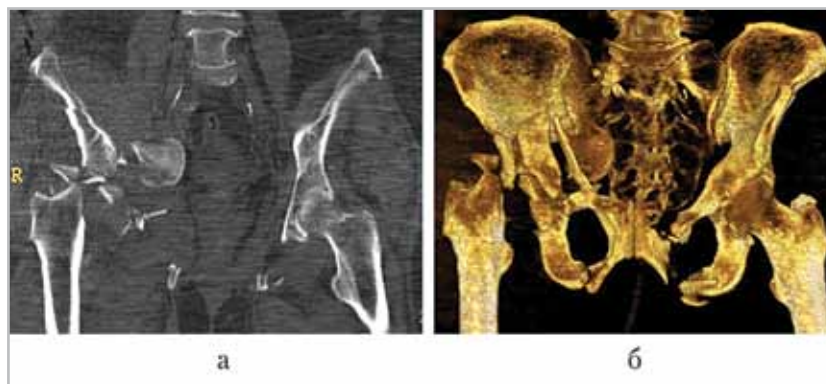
Мультиспиральные компьютерные томограммы костей таза. Тяжелая дорожная травма, многооскольчатый перелом тела правой подвздошной кости, вертлужной впадины, ветвей лонной и седалищной костей со смещением отломков и повреждением мочевого пузыря, оскольчатый перелом проксимального метаэпифиза правой бедренной кости, обширная забрюшинная гематома справа: *а* — аксиальная проекция; *б* — трехмерная реконструкция изображения
